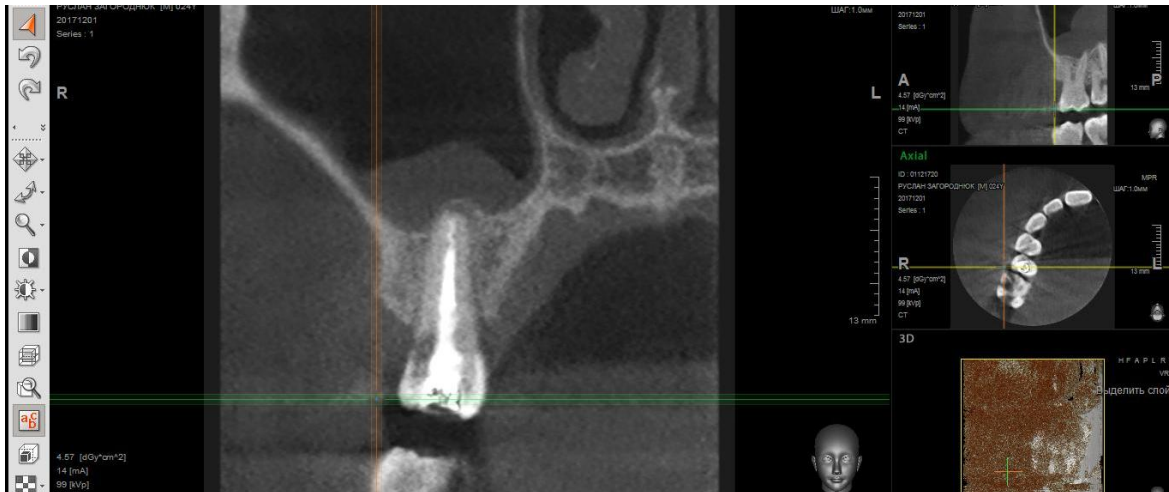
Фотографія КТ-знімка 14 зуба; фронтальна (корональна) проекція.
